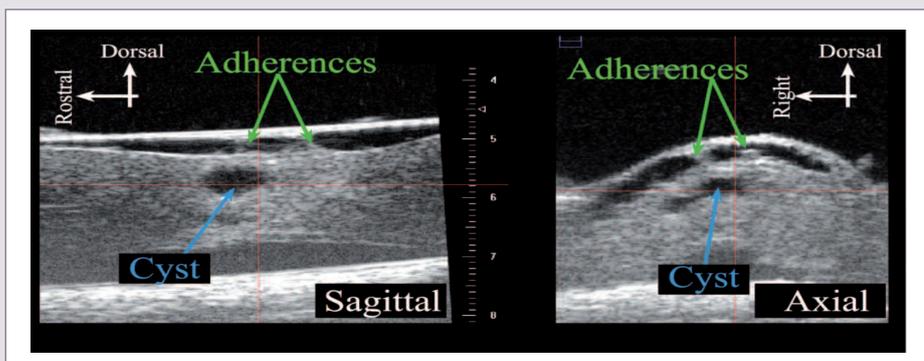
Application de l'échographie à des lésions chroniques (12 semaines après le traumatisme) de la moelle cervicale (traumatisme médullaire expérimental en C7) permettant de visualiser des adhérences sous-arachnoïdiennes et la cavité syringomyélique.
